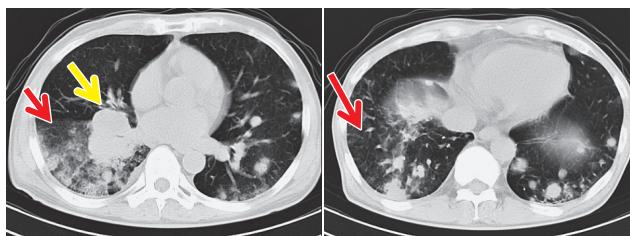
前医で撮像された胸部CT. 右下葉の肺門部に巨大な結節があり、両側下葉には多数の腫瘍影を認める（黄矢印）。右下葉の腫瘍周囲にスリガラス影がみられ、浸潤ないし癌性リンパ管症が疑われる（赤矢印）。
